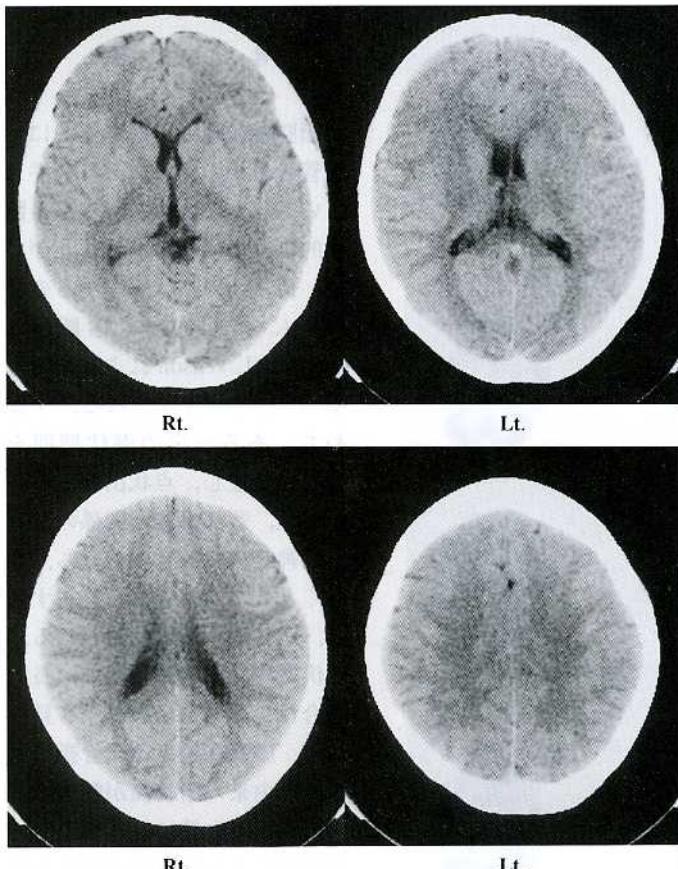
CT scan performed 2 days after injuries showed no abnormalities.
